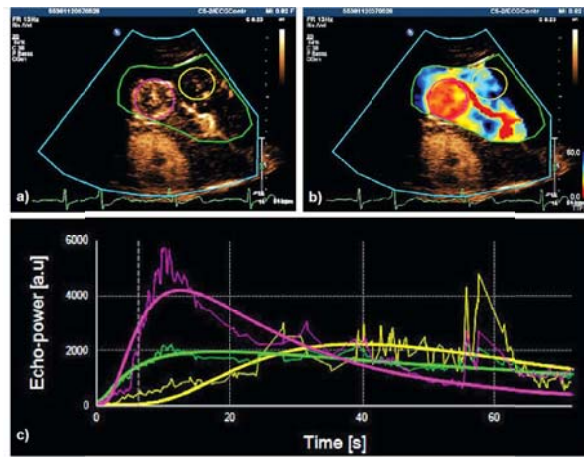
介面示意圖(Greis, 2011)。利用藥劑打入待測組織中，再利用超音波偵測及軟體後處理，得到特定區域血流偵測的效果。
